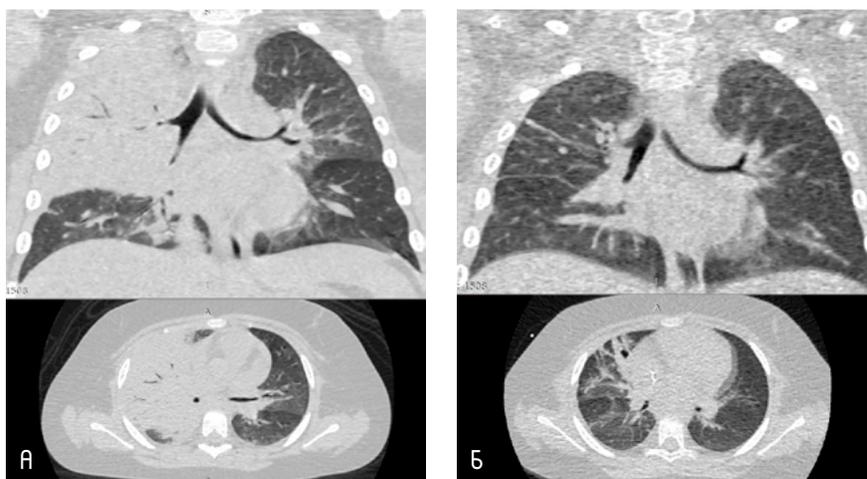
Пациентка Василиса Е., 5 лет. МСКТ от 28 декабря 2020 года, коронарный и аксиальный сканы. А — визуализируется тотальное снижение пневматизации верхней и средней долей правого лёгкого без уменьшения объёма органа, множественные участки интерстициальных изменений по типу «матового стекла» в обоих лёгких. Б — положительная динамика по данным повторного исследования через 14 дней.
